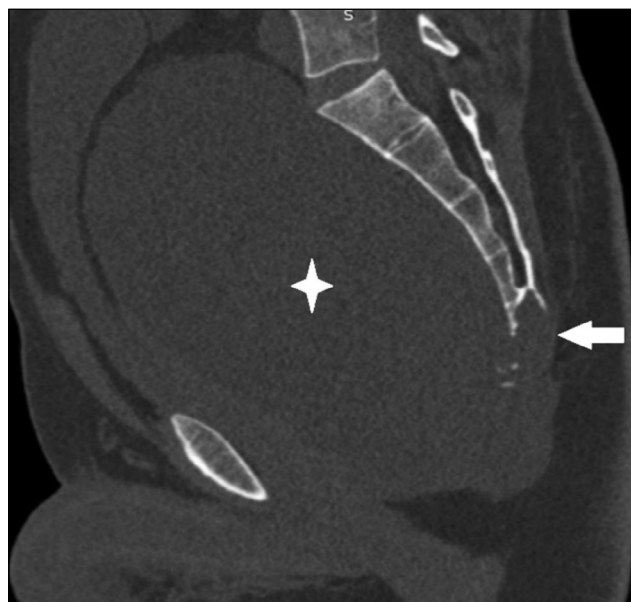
Компьютерная томография в сагиттальной плоскости: отмечается наличие литического очага деструкции S4, S5 и копчиковых позвонков (стрелка), массивного мягкотканого компонента в полости таза, достигающего уровня L5 позвонка (звёздочка).
